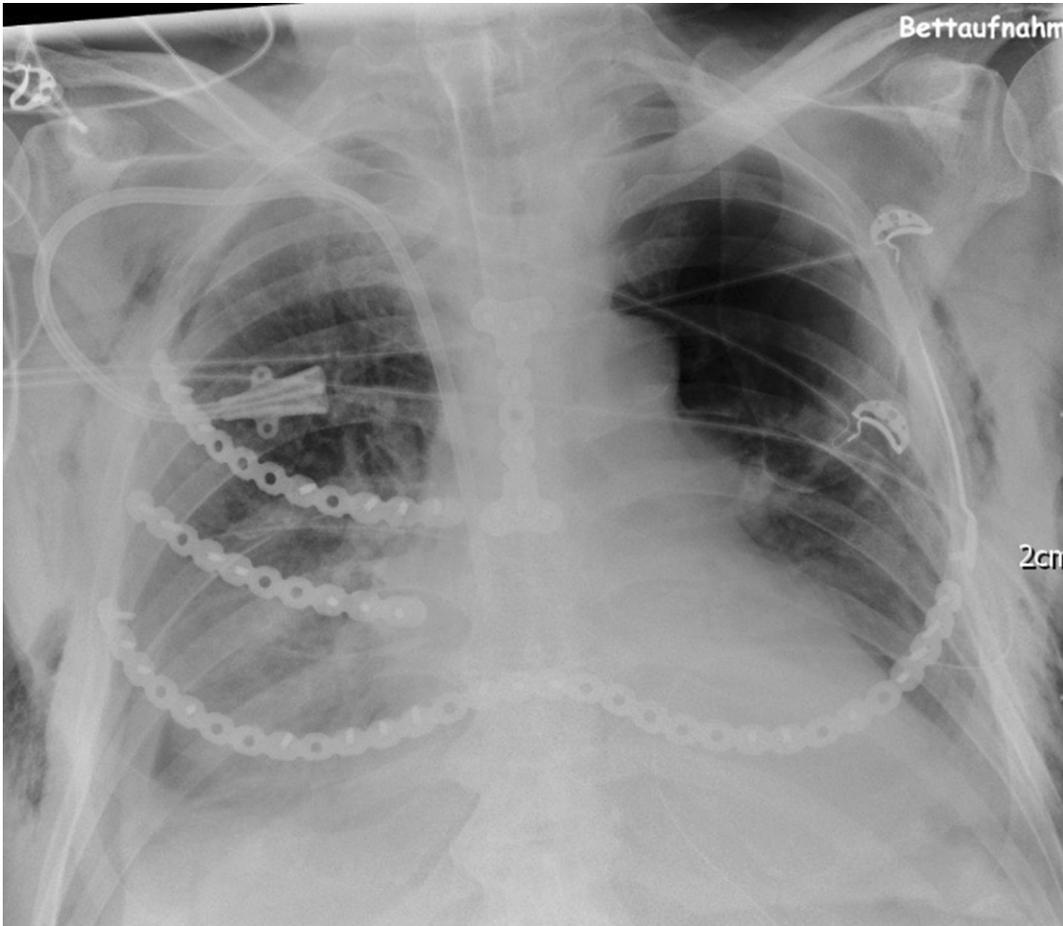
◀ Postoperative Röntgenkontrolle zum Ausschluss eines Pneumothorax sowie Implantatlagekontrolle: Doppel-T-Platte am proximalen Sternum, Plattenosteosynthese 3. und 4. Rippe rechts sowie sternumübergreifend die 5. Rippe, zusätzlich links lateraler Splintimplantation bei zusätzlicher lateraler Fraktur
